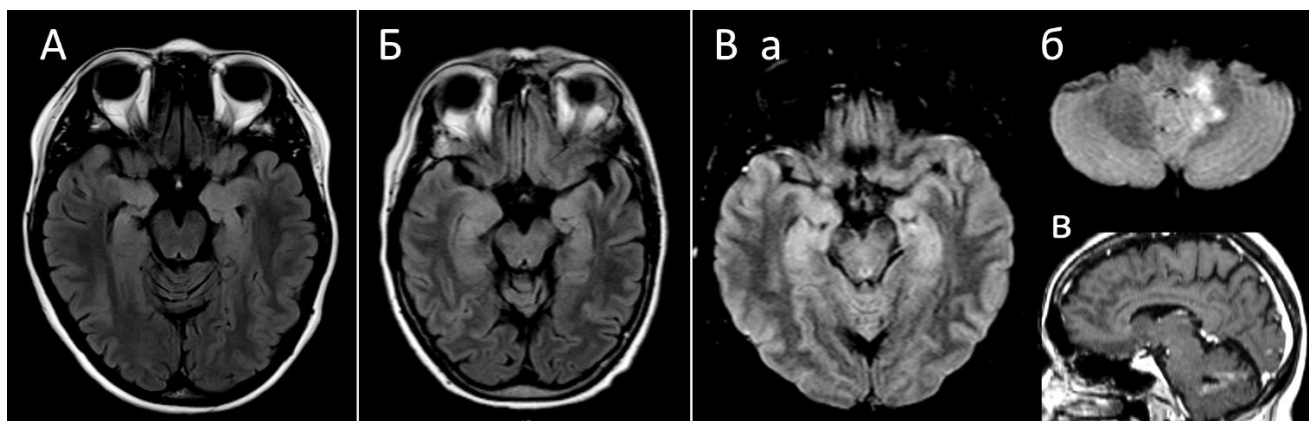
МРТ пациентов с анти-GAD АЭ. А (T2-dark fluid, аксиальный срез) – асимметричные (S>D) зоны повышения интенсивности MP-сигнала в медиобазальных отделах височных долей, признаки атрофии гиппокампов (D>S); Б (T2-FLAIR, аксиальный срез) – гиперинтенсивный MP-сигнал от медиобазальных отделов височных долей; В (а, б – T2-FLAIR, аксиальные срезы; в – T1-C+, сагитальный срез) – повышение интенсивности MP-сигнала от медиобазальных
